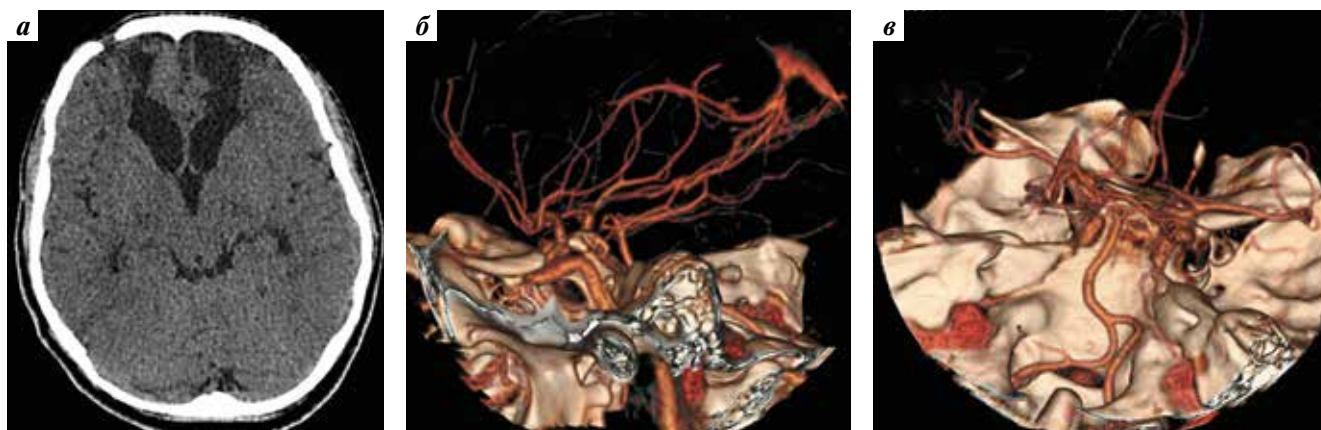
Нейровизуализационное исследование головного мозга пациентки Ш. после операции: а – компьютерная томография, аксиальная проекция. Гематомы лобных долей отсутствуют; б, в – компьютерная ангиография, трехмерная реконструкция, вид слева (б), сверху и сзади (в). Аневризма не визуализируется
